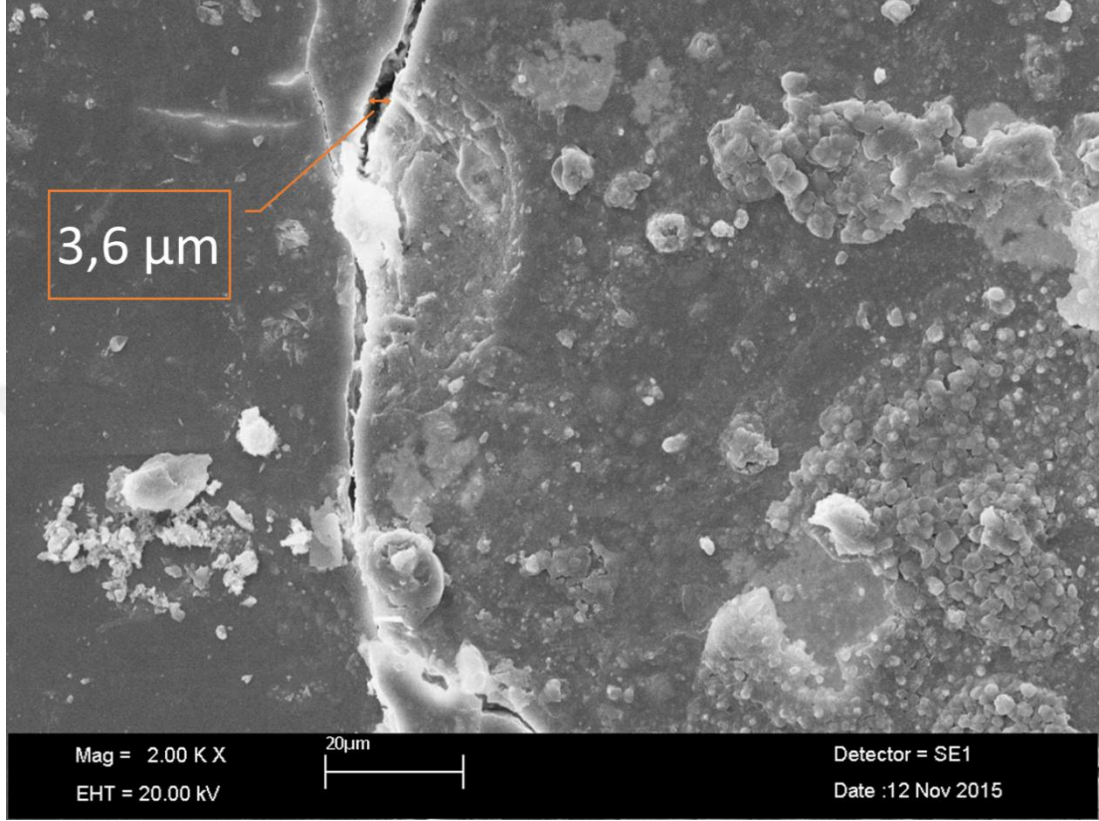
BA+DOM+Ultrasonik grubuna ait örneğin SEM mikrografı.
